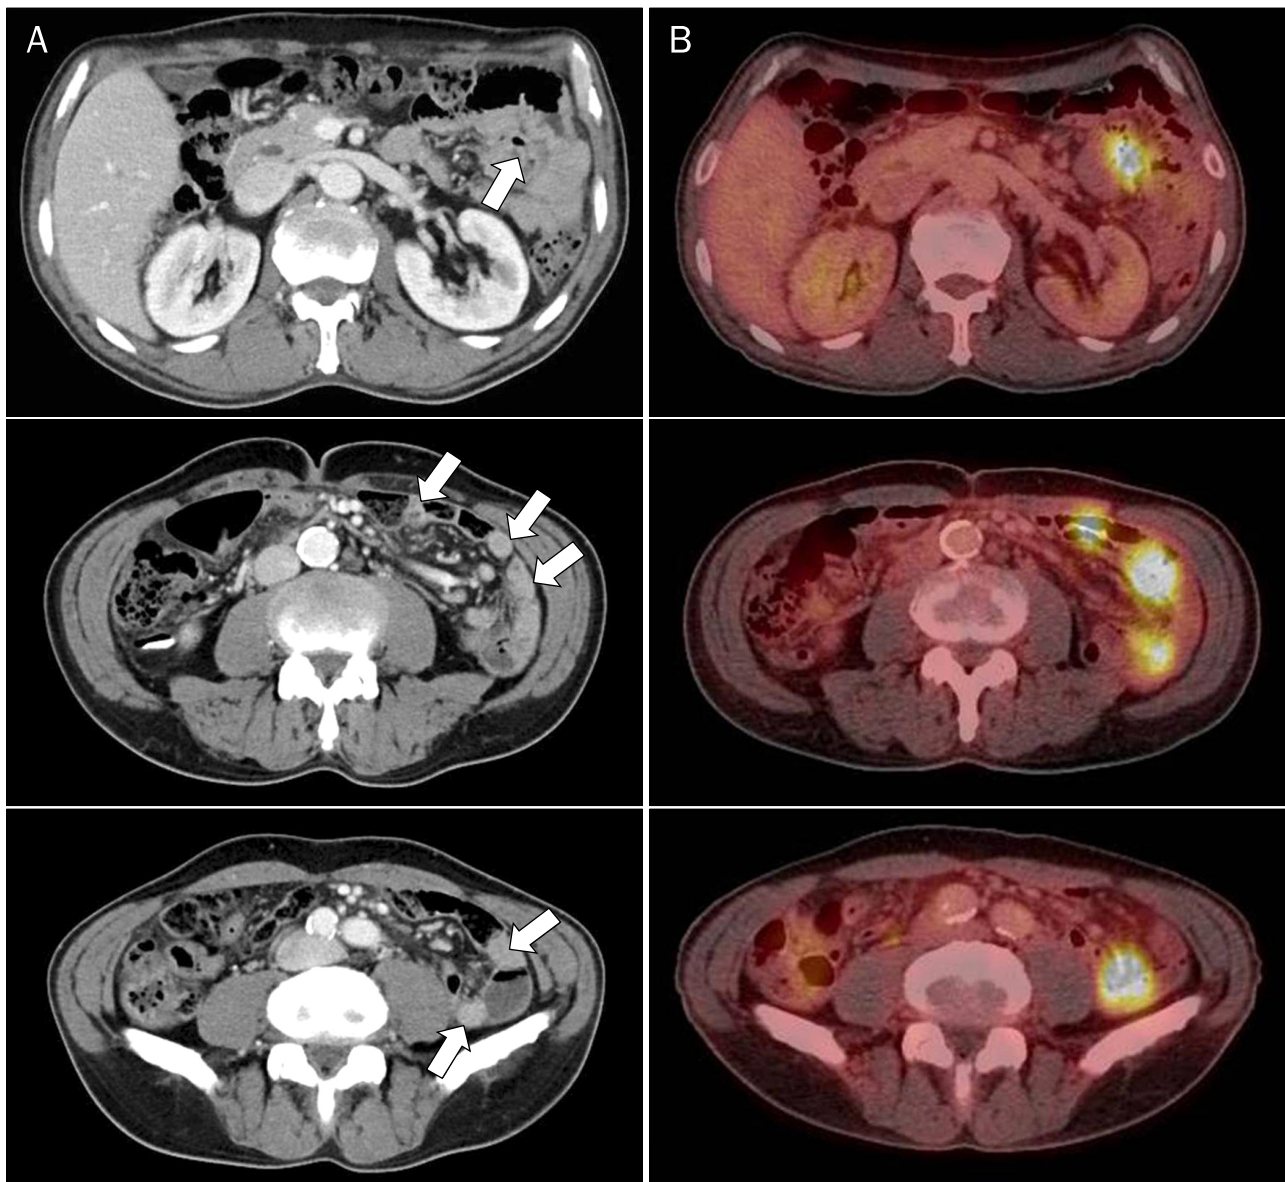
(A) Conventional CT scan images show wall thickening and mucosal hyperenhancement on multiple segments of jejunum (arrows). (B) PET/CT scan images show increased uptake on multiple segments of jejunum.
